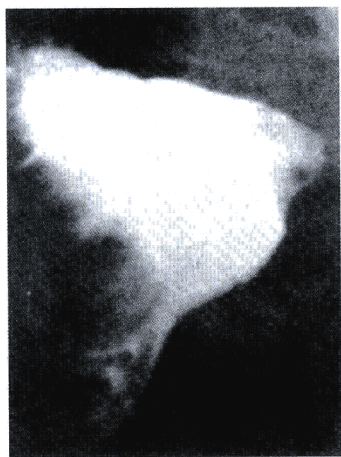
子宫内膜癌的子官X线片,显示为极不规则和粗糙的充盈缺损,子宫的右侧轮廓更为明显。
